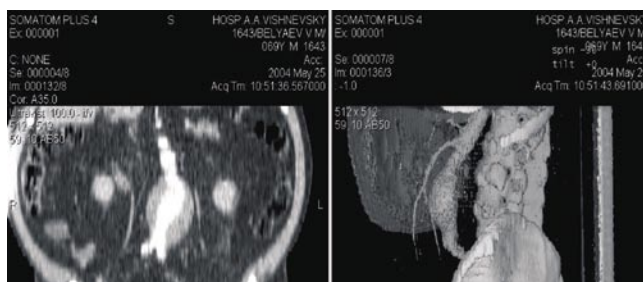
Исходная КТ- ангиография больного Б., 74 лет
